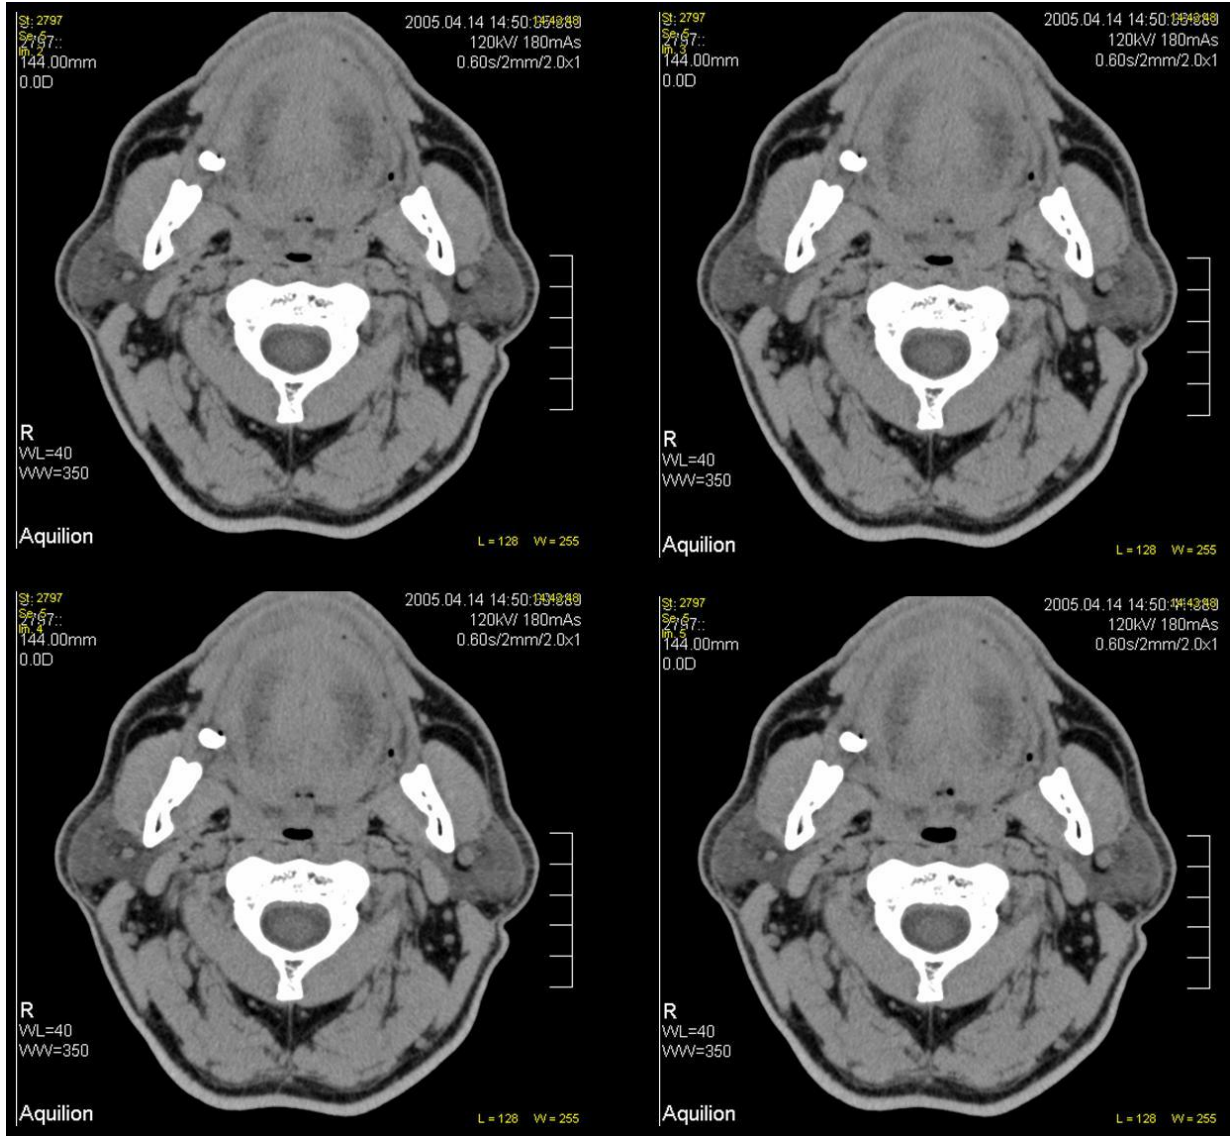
Horlayan bir hastada orofarinks en dar düzeyinden yapılan dinamik BT incelemede orofarinks en dar alanı izlenmektedir.
